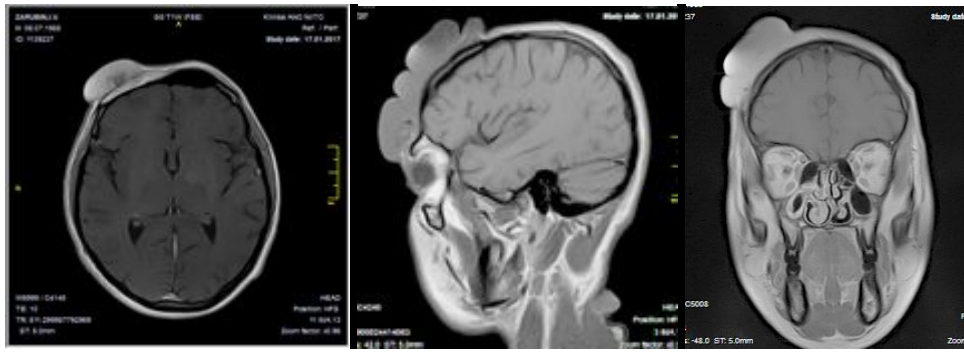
МРТ головы больного с контрастированием перед операцией. В лобной области справа определяется мягкотканное образование
